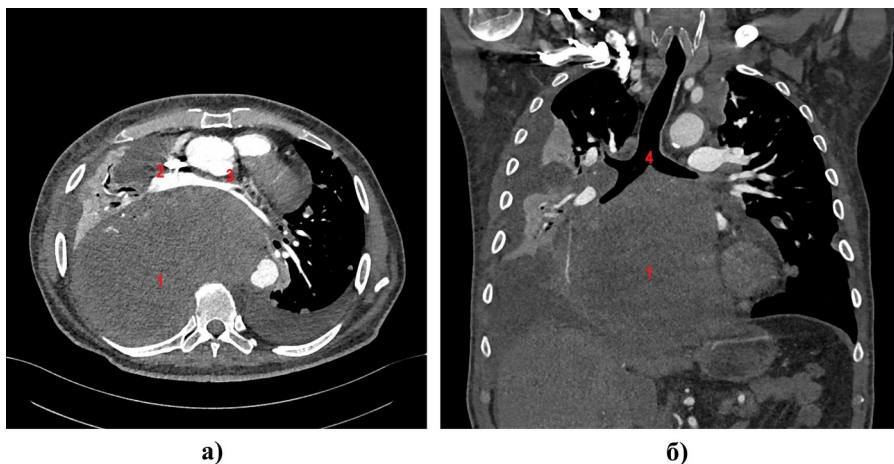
Компьютерная томография органов грудной клетки, аксиальный (а) и коронарный (б) срезы
